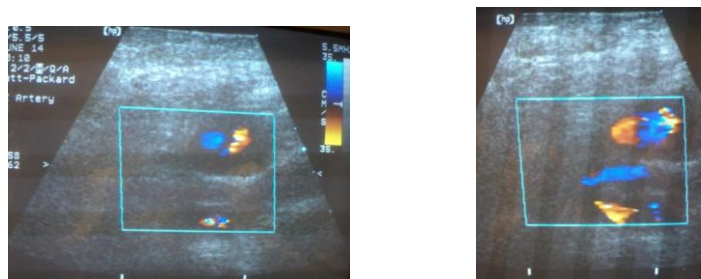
Imagen de Doppler color sobre un seudoaneurisma femoral post cateterismo en un paciente masculino de 86 años de edad.
